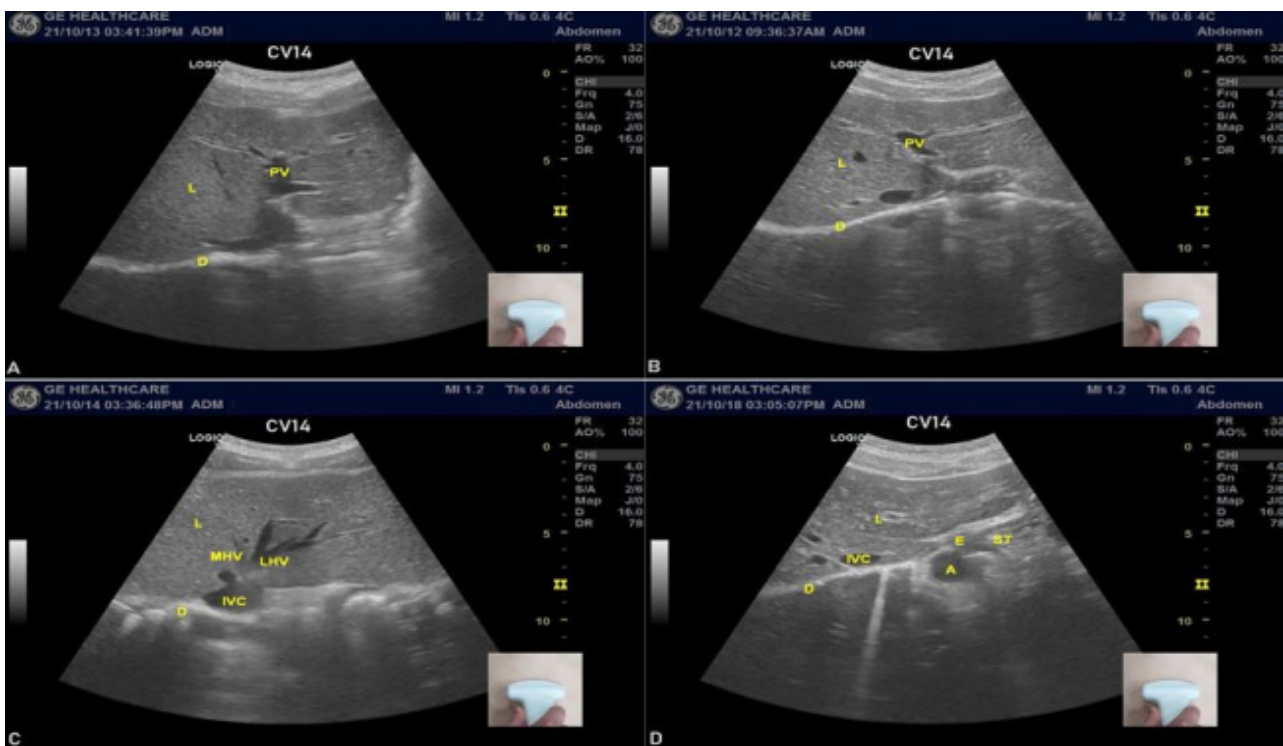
Ultrasound images of the left lobe of the liver. L: liver, PV: portal vein, D: diaphragm, MHV: middle hepatic vein, LHV: left hepatic vein, IVC: inferior vena cava, A: aorta, E: esophagus, ST: stomach.
